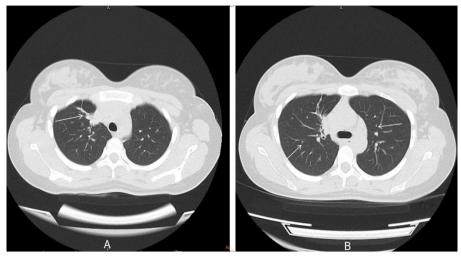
患者胸部 CT: A、B: 横段位片,右肺上叶慢性炎症,双肺多发结节
